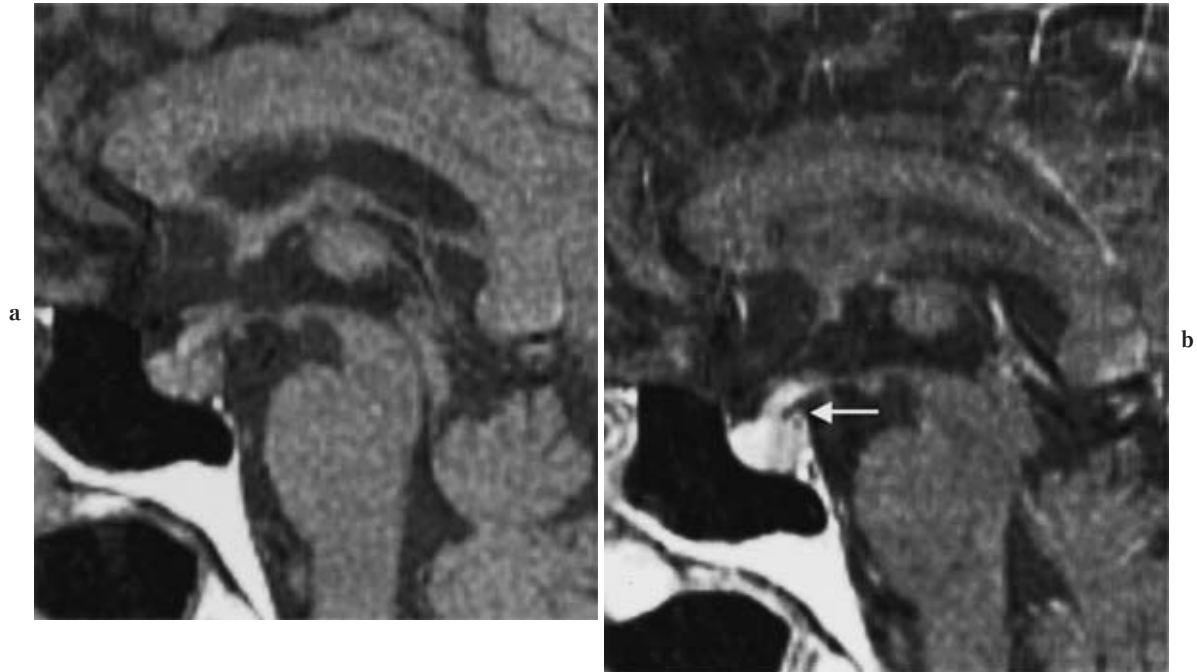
Brain MRI. a. Brain MRI on admission (T1-weighted sagittal scan). b. Enhanced brain MRI on admission (T1-weighted sagittal scan with Gd-DTPA). Midsagittal section of MRI demonstrated a tumorous swelling from the posterior pituitary to the stalk with enhancement with Gd-DTPA (straight arrow). In a T1-weighted MRI, the high intensity of the posterior lobe was lost. Gd-DTPA: Gadolinium diethylene triamine pentaacetic acid.
